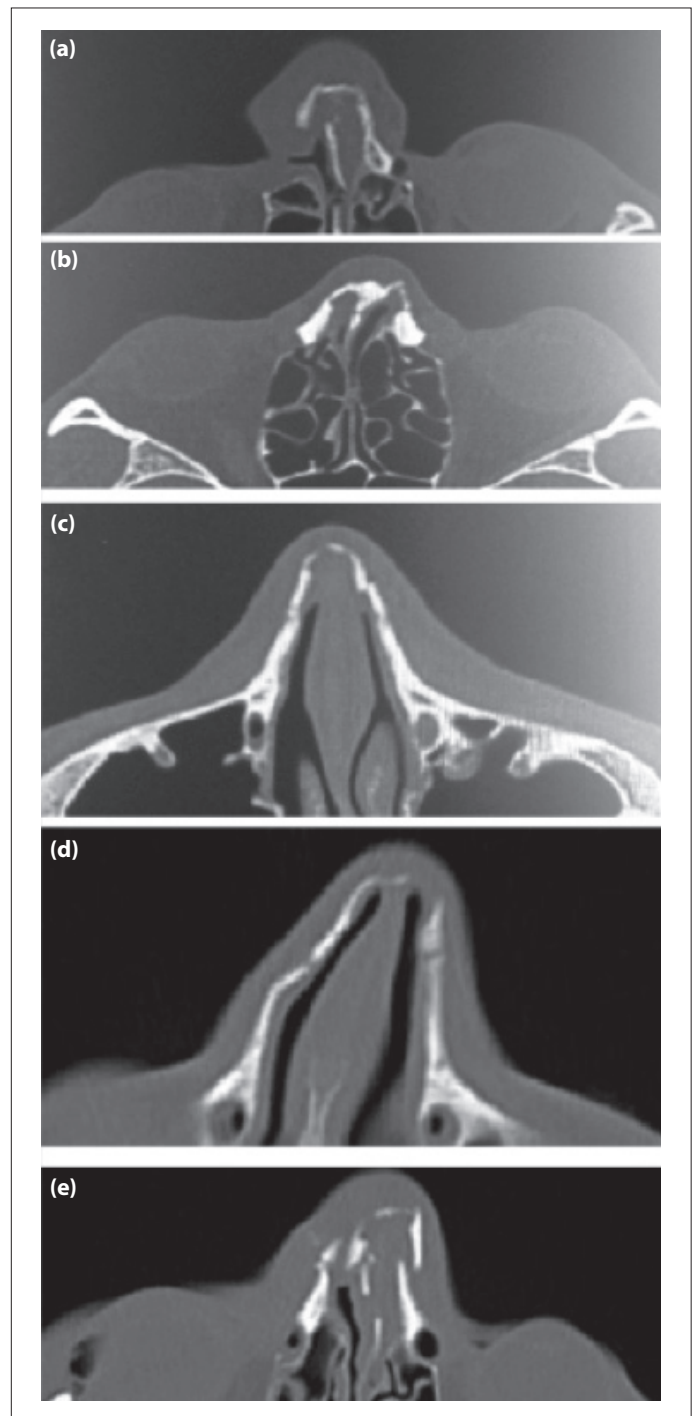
Preoperative computed tomographic (CT) images of nasal bone fractures according to five types. (a) Preoperative CT image of frontal impact group type 1. (b) Preoperative CT image of frontal impact group type 2. (c) Preoperative CT image of lateral impact group type 1. (d) Preoperative CT image of lateral impact group type 1. (e) Preoperative CT image of comminuted fracture group.
